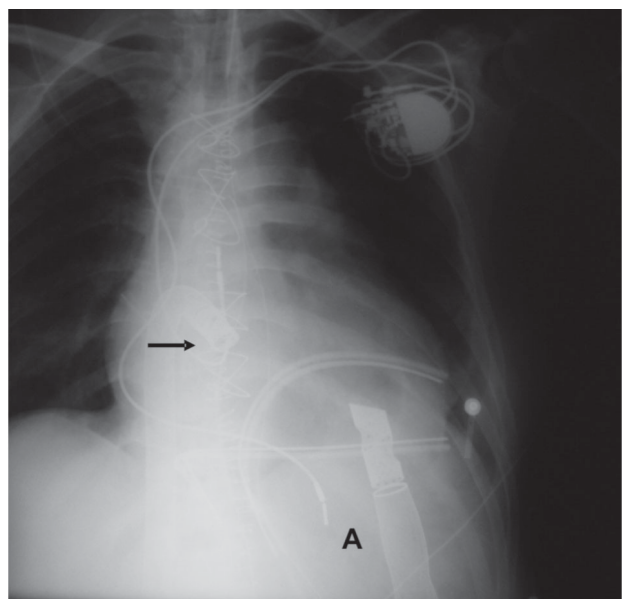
Radiografía de una asistencia Novacor implantada para tratamiento definitivo. El llenado se realiza a través de la cánula de ventrículo izquierdo (A) y la sangre es reinyectada en la aorta (flecha).
